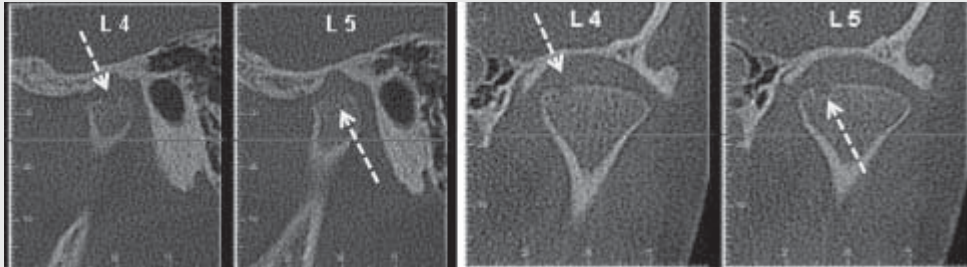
증례 2의 좌측 관절 CT Sagittal view, Coronal view (점선 화살표가 과두의 손상부위를 표시하고 있다.)
